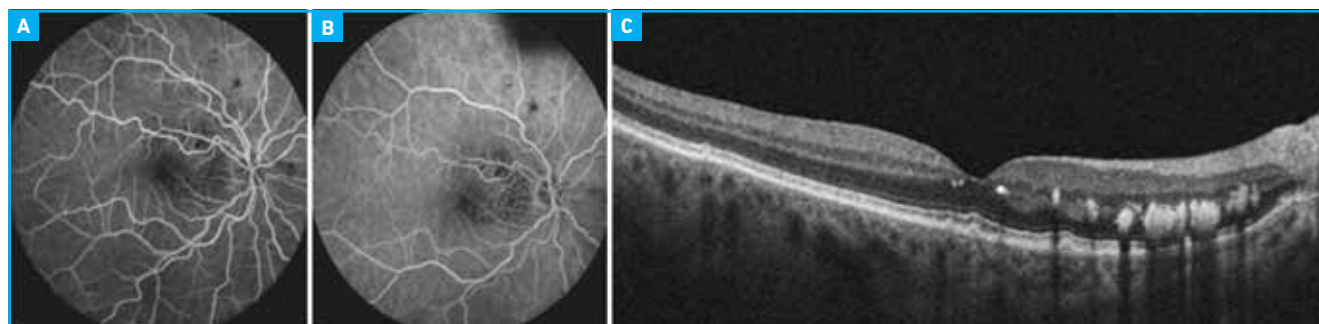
B : Séquence de l'angiographie à la fluorescéine 1 mois après photocoagulation laser du macroanévrisme artériel présenté à la figure 1. On observe une occlusion complète de celui-ci. C : on observe également une régression complète de l'œdème maculaire cystoïde sur la coupe horizontale de l'examen en tomographie en cohérence optique. L'acuité visuelle est de 20/32.
